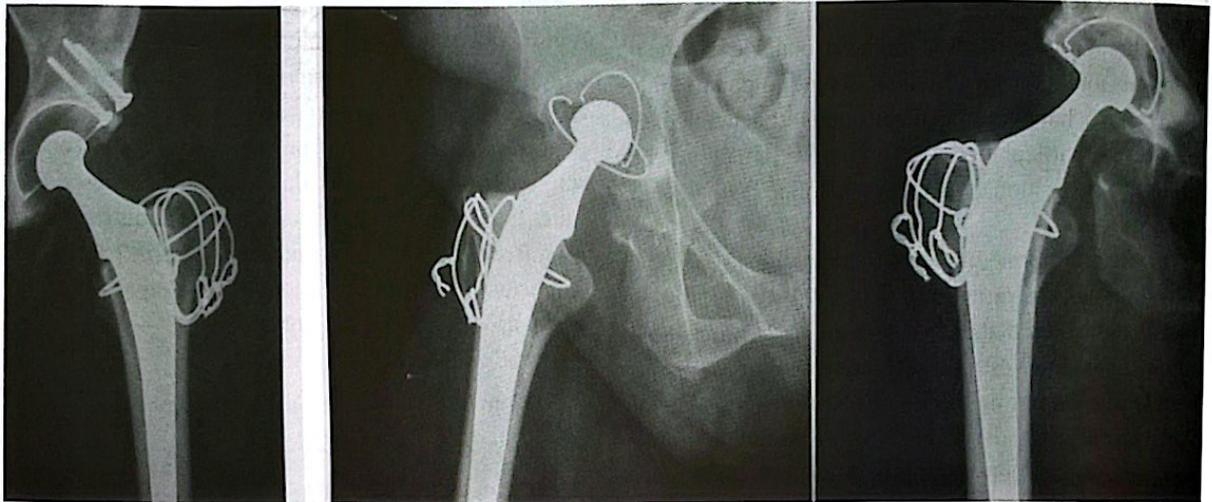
Radiographies de consolidation d'une trochantérotomie digastrique, sans ruptures de fils ni ascension
